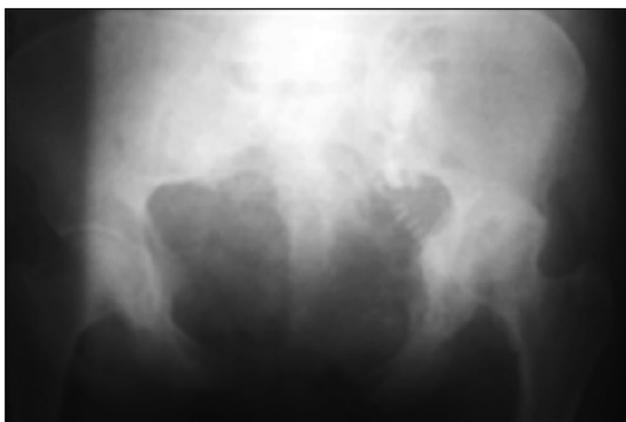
Рентгенограмма после мобилизации левого крестцово-подвздошного сочленения
